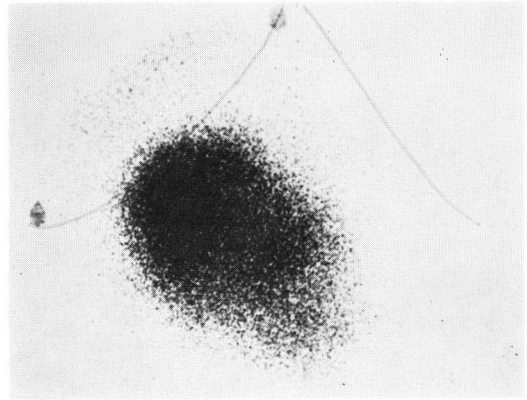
Renal scintigram with ^{203}Hg chlormerodrin, demonstrating no uptake of left kidney.
